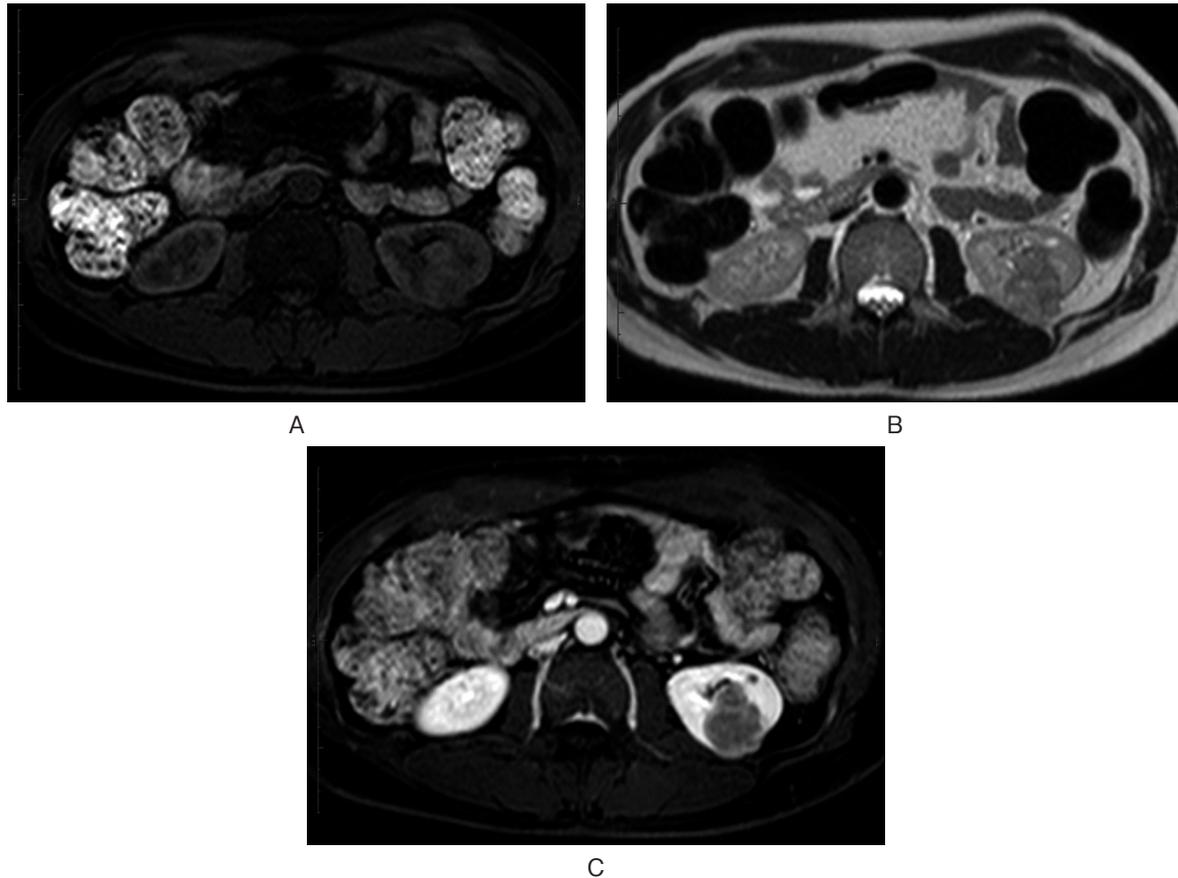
A: Fat-saturated T1 magnetic resonance (MR) imaging shows no evidence of fat component in the left renal mass. B: T2-weighted MR imaging shows high intensity in the left renal mass. C: Contrast-enhanced T1-weighted MR imaging shows left renal mass, and the tumor was slightly enhanced in the late phase.
